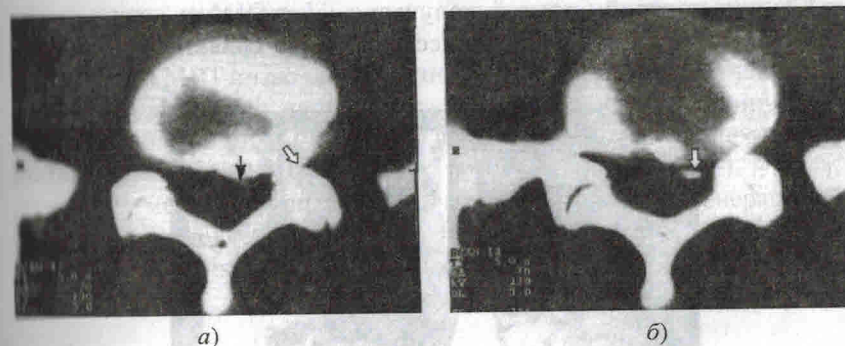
Парамедианная грыжа межпозвоночного диска $L_V - S_1$ с левосторонней латерализацией, возникшая на фоне циркулярной протрузии примерно за 3 года до исследования: a — грыжа диска (тонкая стрелка), — обызвествление протрузии в области левого межпозвоночного отверстия, создающее неблагоприятные условия для корешка L_V (толстая стрелка); b — краевое обызвествление грыжи (стрелка)
